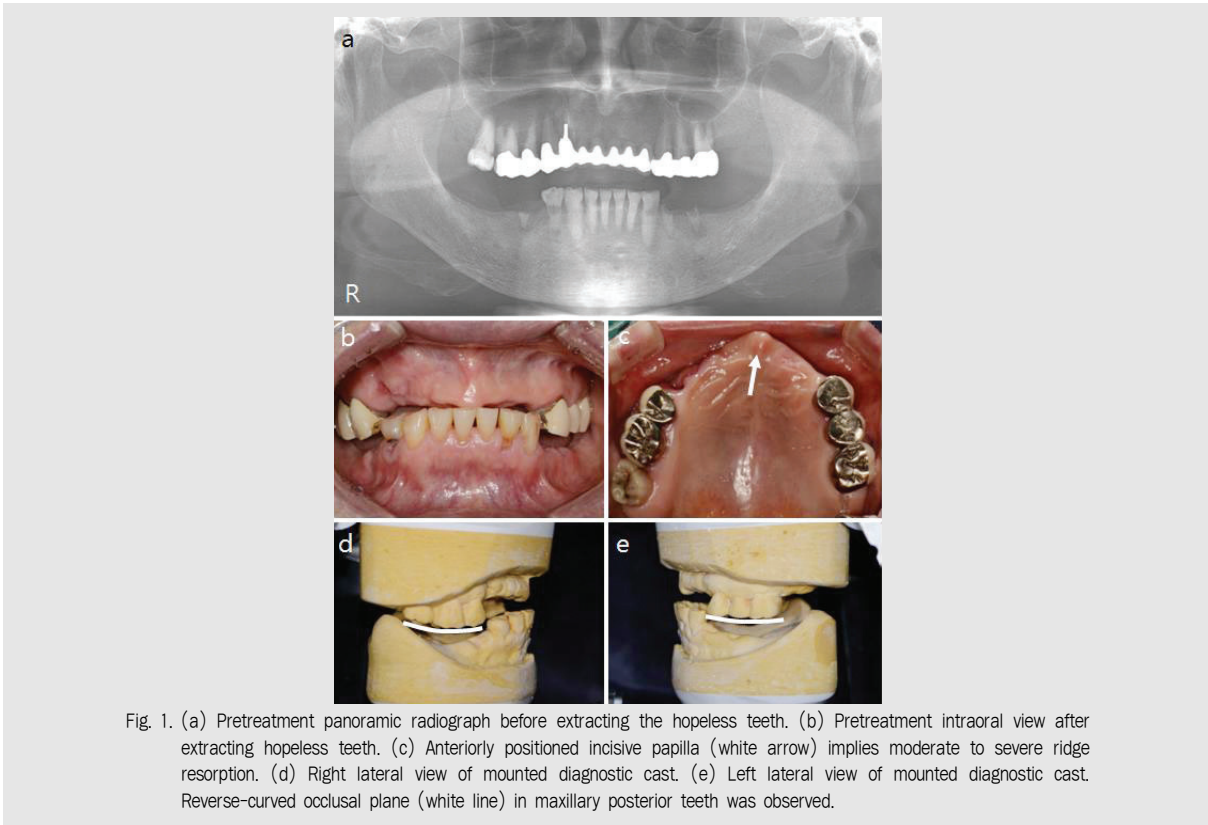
(a) Pretreatment panoramic radiograph before extracting the hopeless teeth. (b) Pretreatment intraoral view after extracting hopeless teeth. (c) Anteriorly positioned incisive papilla (white arrow) implies moderate to severe ridge resorption. (d) Right lateral view of mounted diagnostic cast. (e) Left lateral view of mounted diagnostic cast. Reverse-curved occlusal plane (white line) in maxillary posterior teeth was observed.
